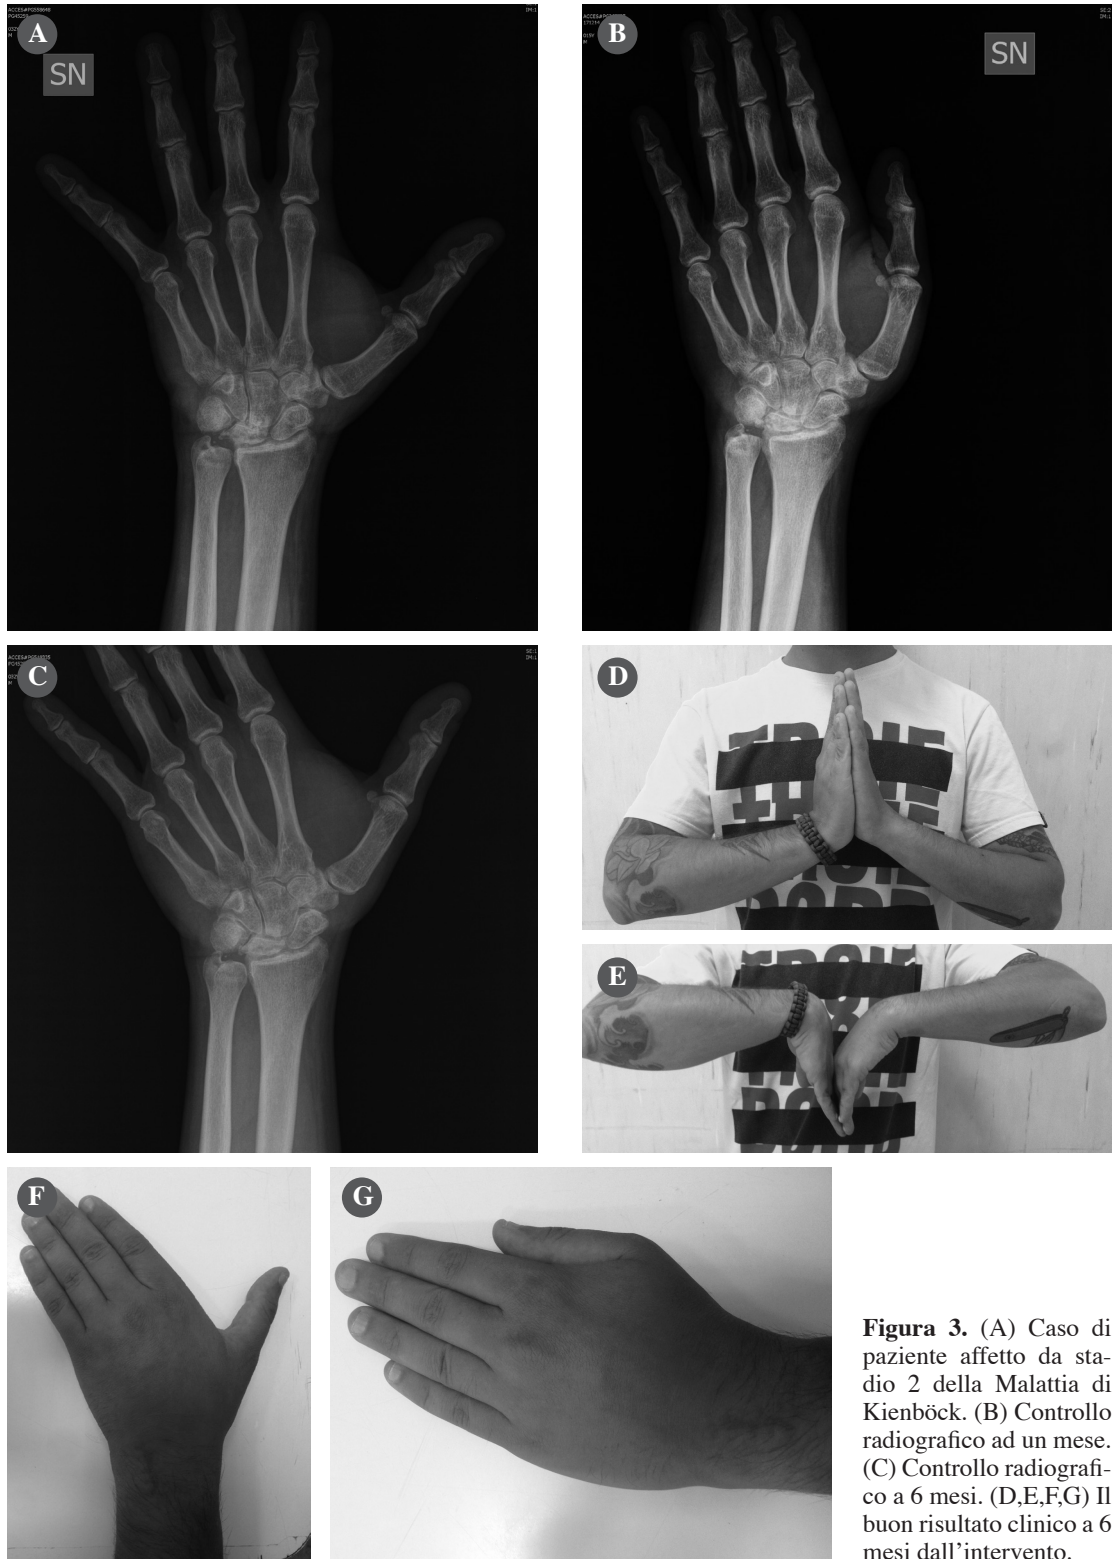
(A) Caso di paziente affetto da stadio 2 della Malattia di Kienböck. (B) Controllo radiografico ad un mese. (C) Controllo radiografico a 6 mesi. (D,E,F,G) Il buon risultato clinico a 6 mesi dall'intervento.
